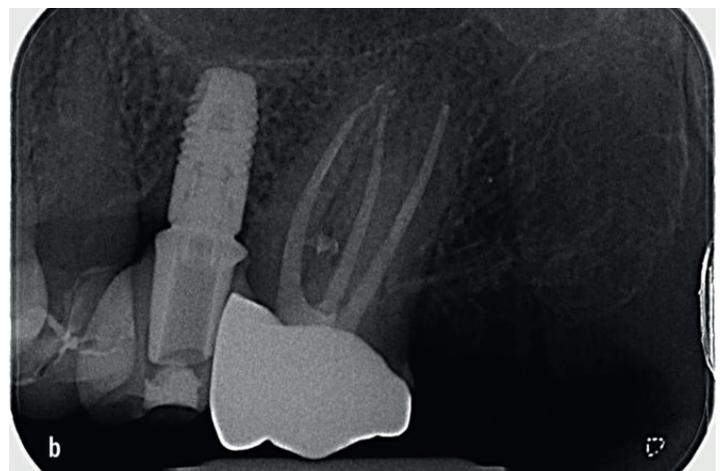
Fall 1: b) postoperatives Röntgenbild
